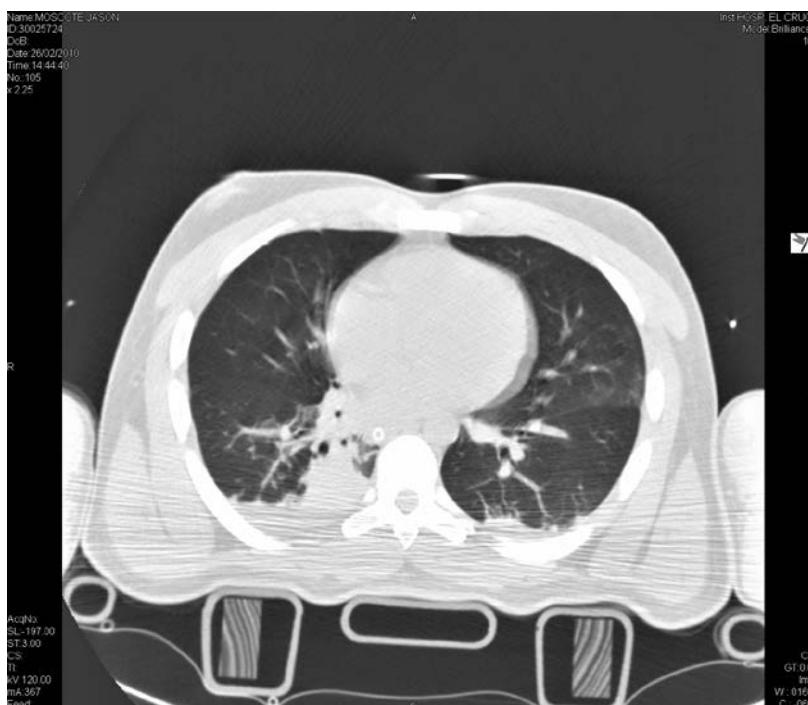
Contusión pulmonar. Tomografía computada.
